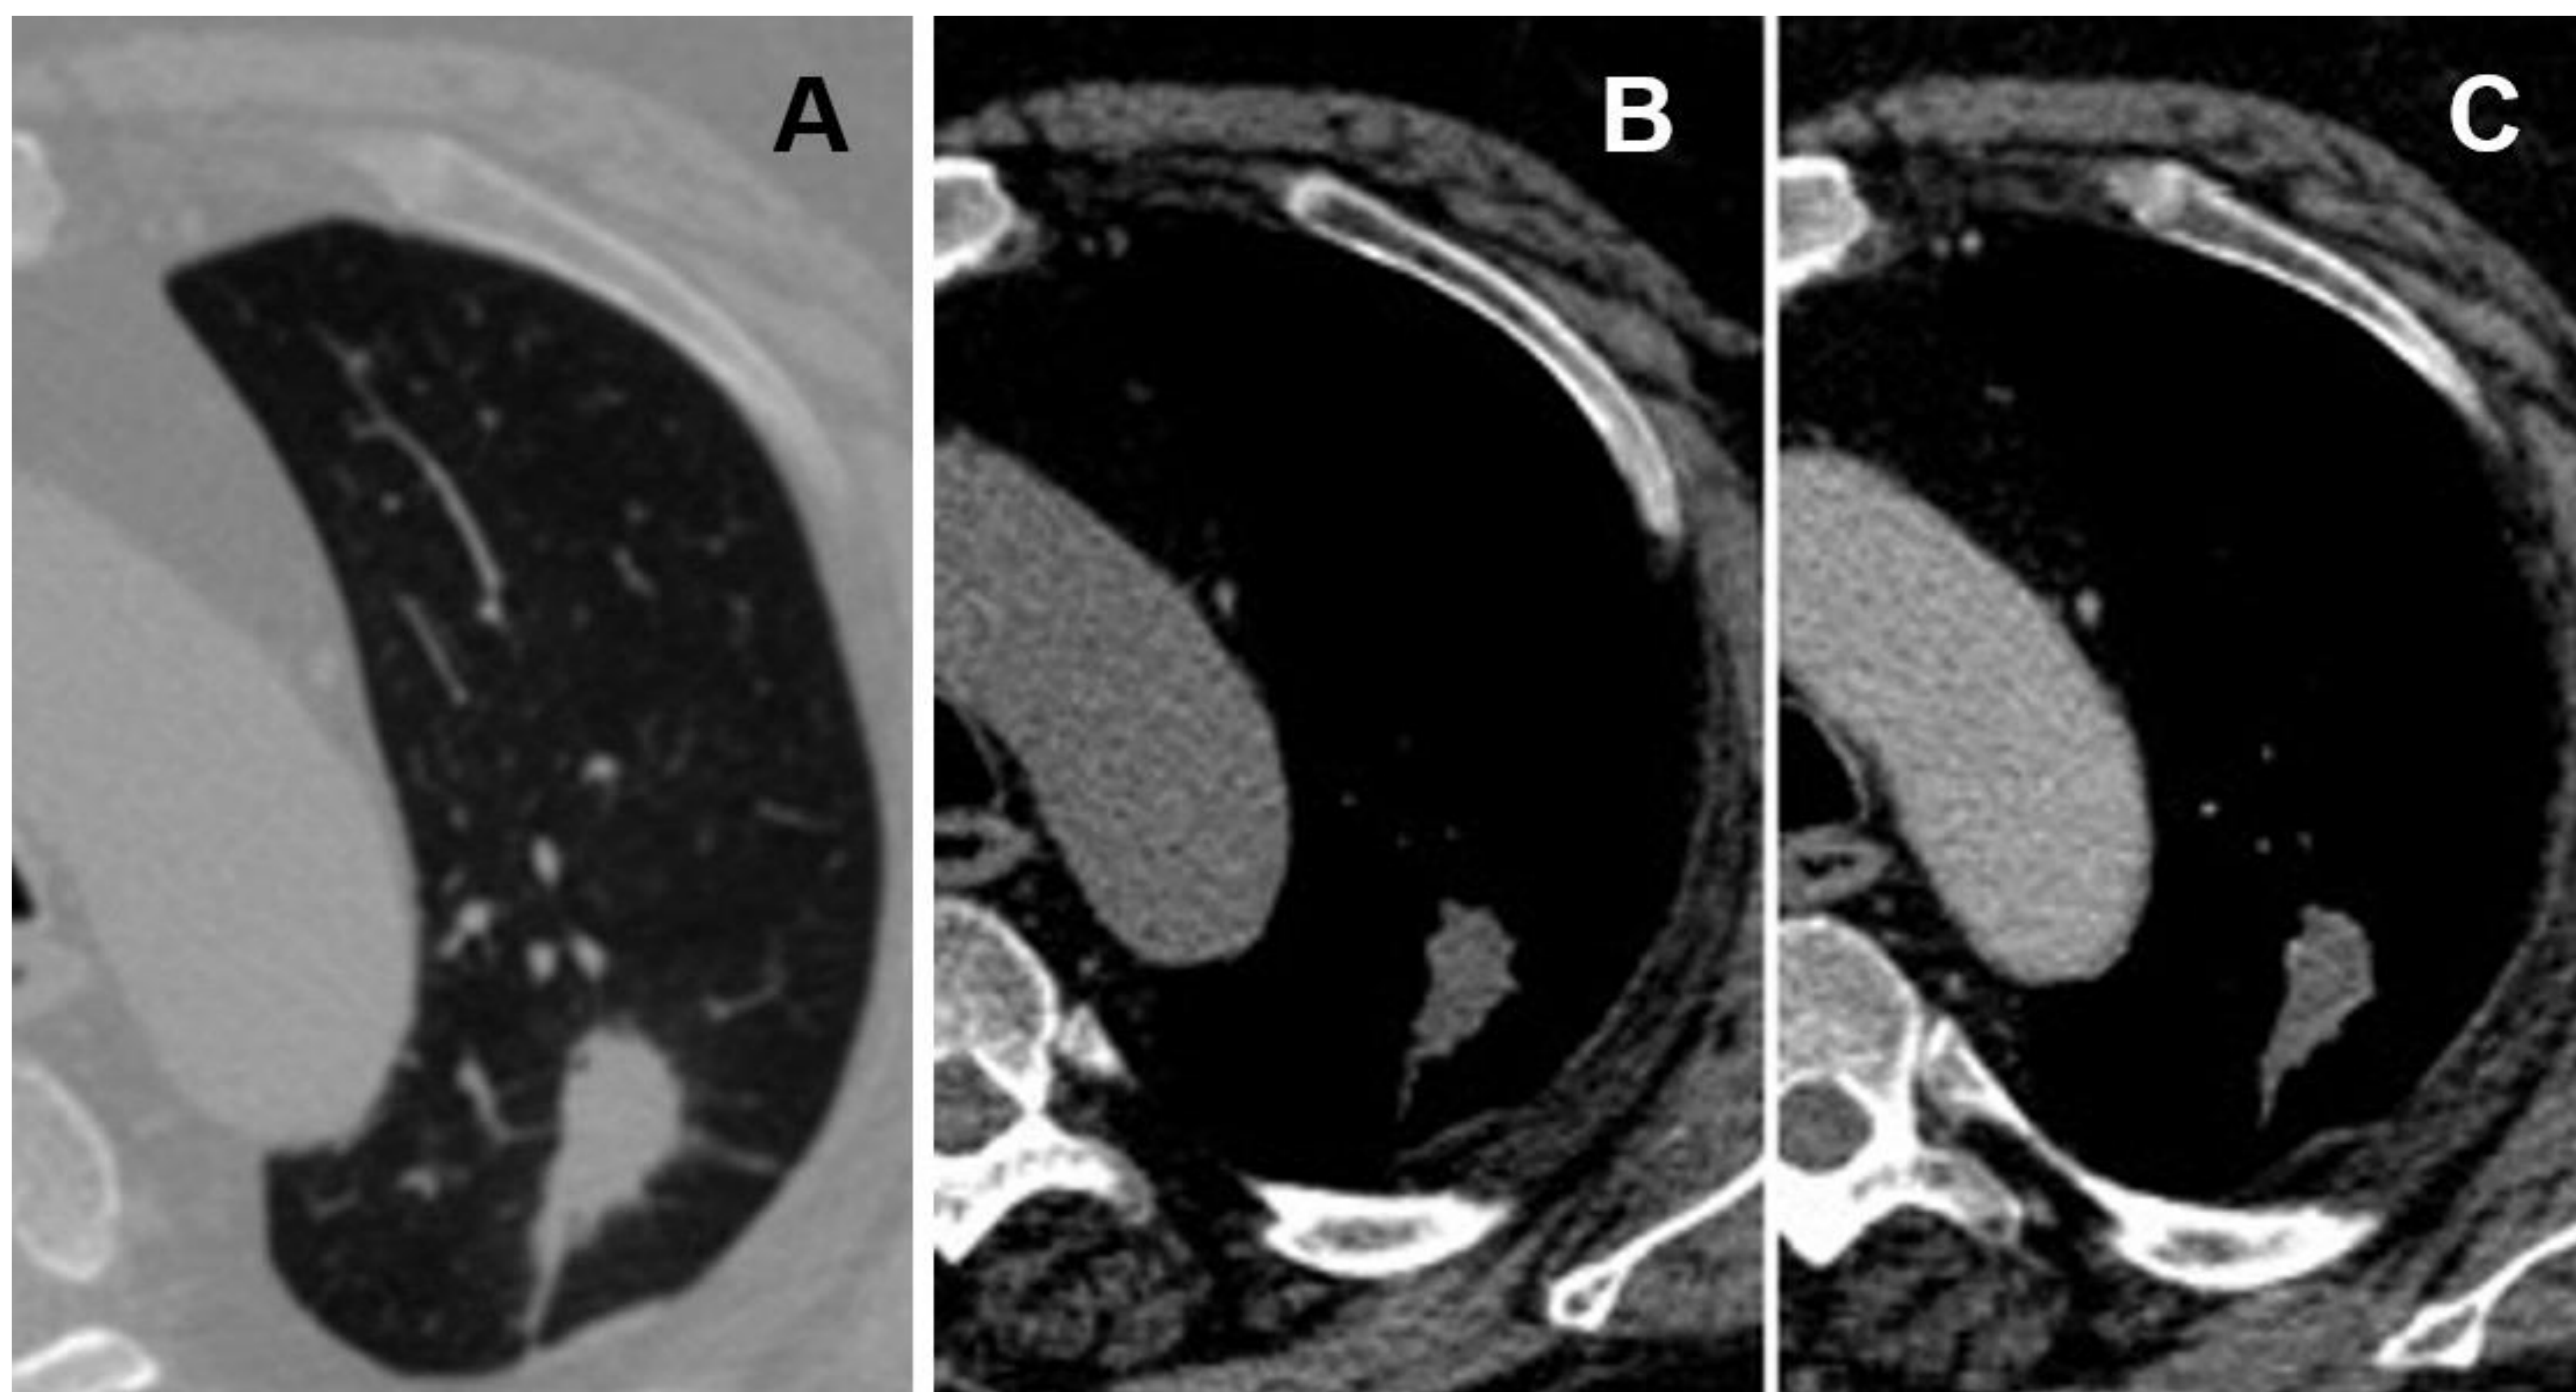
TC torácico sin contraste intravenoso (imágenes A y B) y con contraste intravenoso en fase venosa (imagen C) en paciente con tumoración tratada en LSI. En la imagen A, del control al mes, se aprecia un área de consolidación sin el patrón en vidrio deslustrado perilesional característico de la fase temprana. La zona no presenta captación de contraste, existiendo un diferencial <15 UH entre la TC sin contraste y la TC con contraste.
